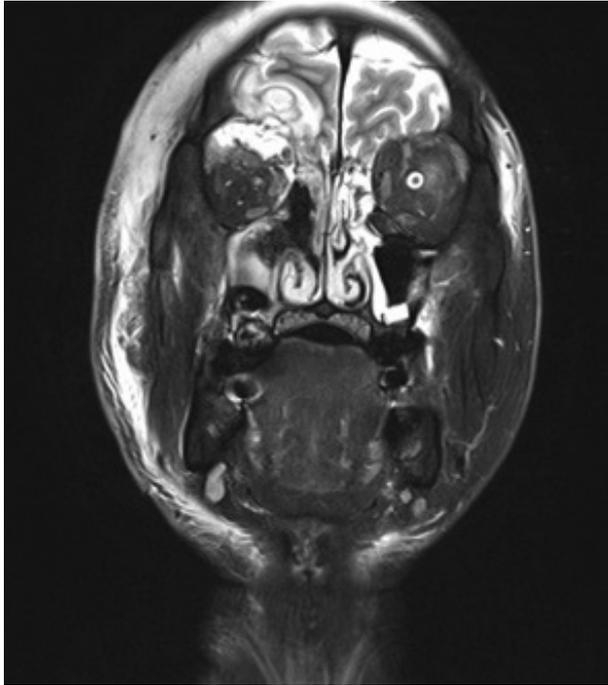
Preoperative MRI. Axial T1-weighted image showing a hyperintense lesion occupying the right nasal cavity. A partially hyperintense area is seen on the upper orbital area and frontal lobe of brain.
